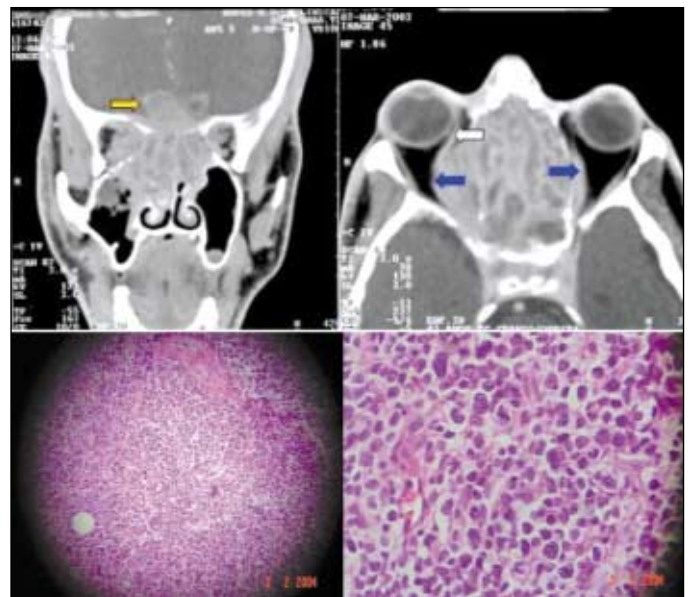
Tomografia computadorizada após contraste intravenoso. A: Imagem coronal; B: Imagem axial. Formação expansiva ocupando as células etmoidais com destruição de septos intercelulares e lâminas papiráceas e extensão para órbitas (setas azuis) e fossa craniana anterior (seta amarela). Seta branca, músculo reto medial deslocado. C: Tumor subcapsular e tecido linfóide normal 100x (linfonodo com arquitetura parcialmente substituída por infiltração de neoplasia maligna indiferenciada). D: Tumor em maior aumento HE com células grandes com núcleos volumosos pleomórficos e escassos citoplasmas. A neoplasia infiltra no seio subcapsular e medular, além do tecido fibro-adiposo circunjacente
